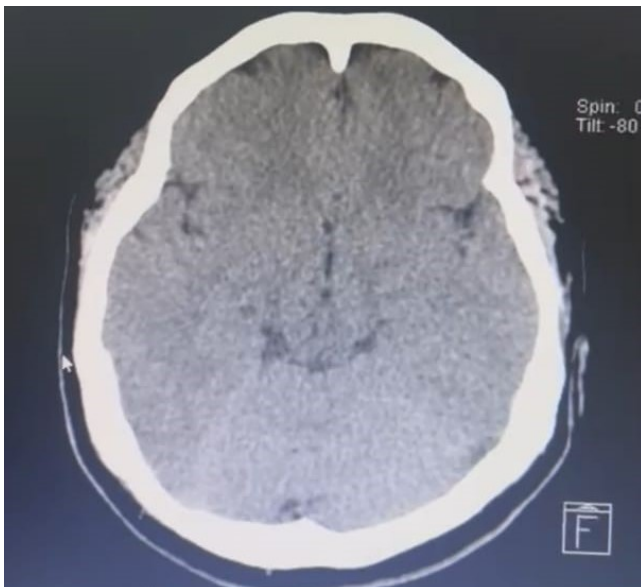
Tomografía Cerebral simple realizada al ingreso.
